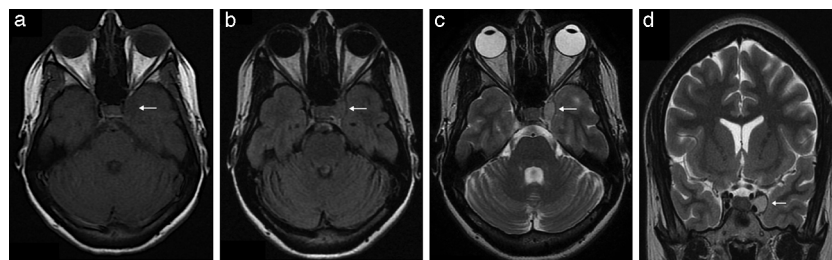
RM cerebral simple. Secuencias axiales con información en T1 (a), FLAIR (b), T2 (c) y coronal T2 (d). Lesión expansiva en la región anterior y lateral del seno cavernoso izquierdo.
